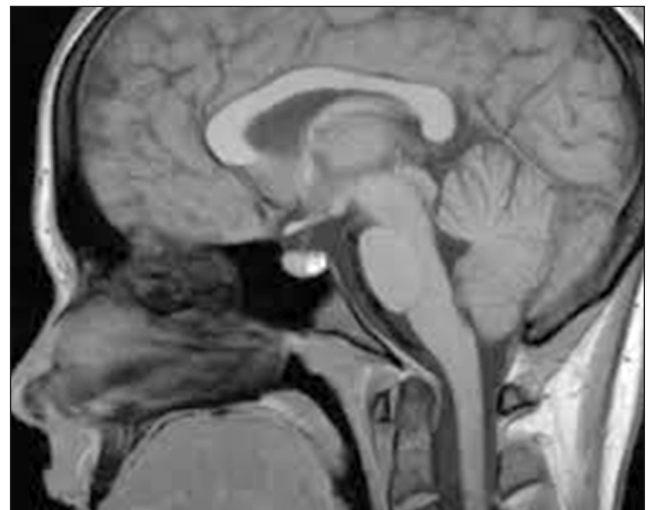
Пацієнтка М., 43 р. з діагностованим МС. МРТ-ознаки мікроаденоми гіпофізу
